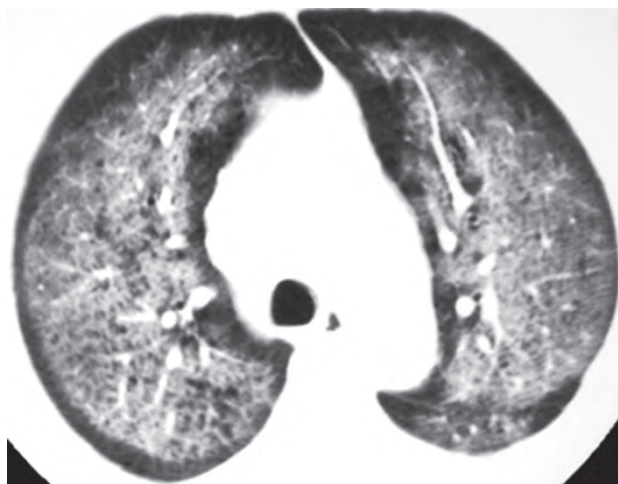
Некардиогенный отек легких после ингаляции кокаина. Компьютерная томограмма грудной клетки пациента, у которого развились тяжелая одышка и кашель, показывает мультифокальные двусторонние области нарушения прозрачности по типу «матового стекла» с уменьшением к периферии [12]
